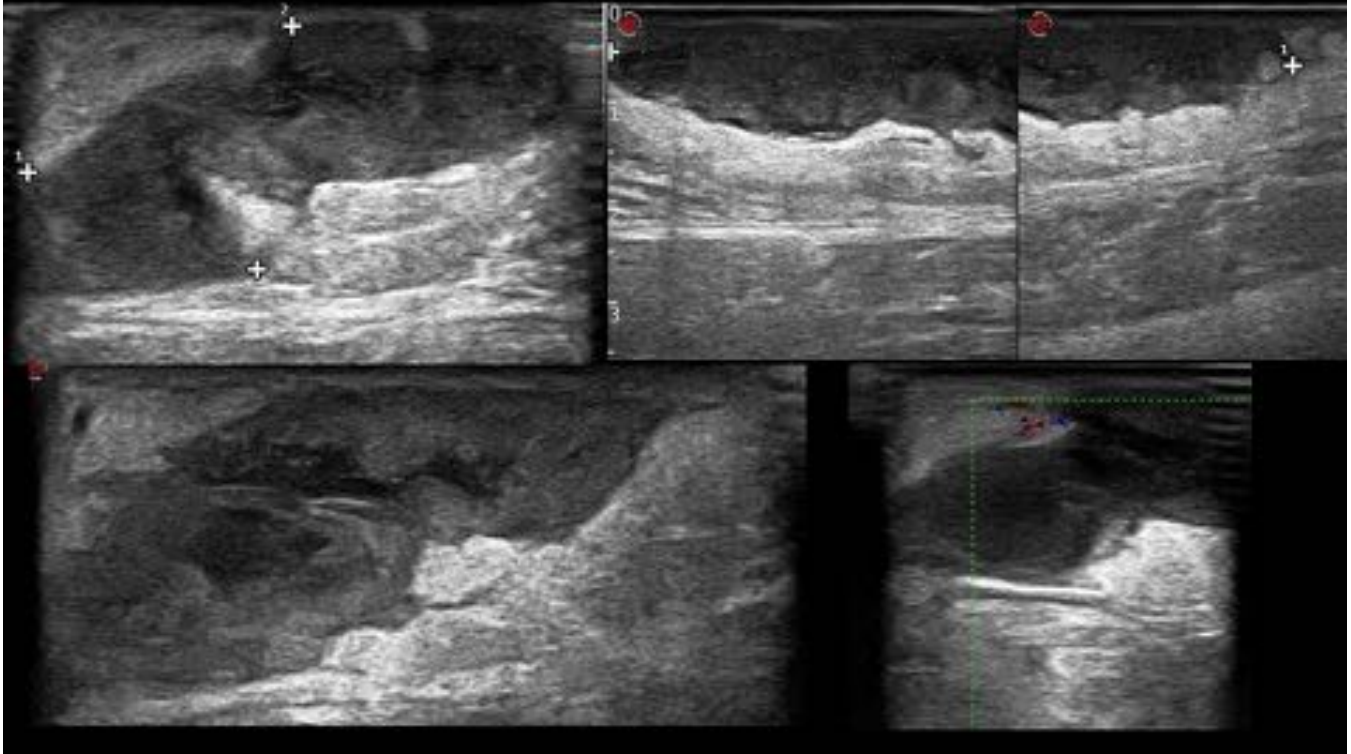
a y c) Cortes paralelos a la lesión y b y d) cortes perpendiculares a la lesión: imagen lineal hiper en tejido celular subcutáneo de muslo compatible con cuerpo extraño pudiendo delimitar las dimensiones mismo y la distancia a piel. Presenta una colección hipoeoica entorno al mismo. Correspondía con astill. madera que no se visualizaba en radiografía.
